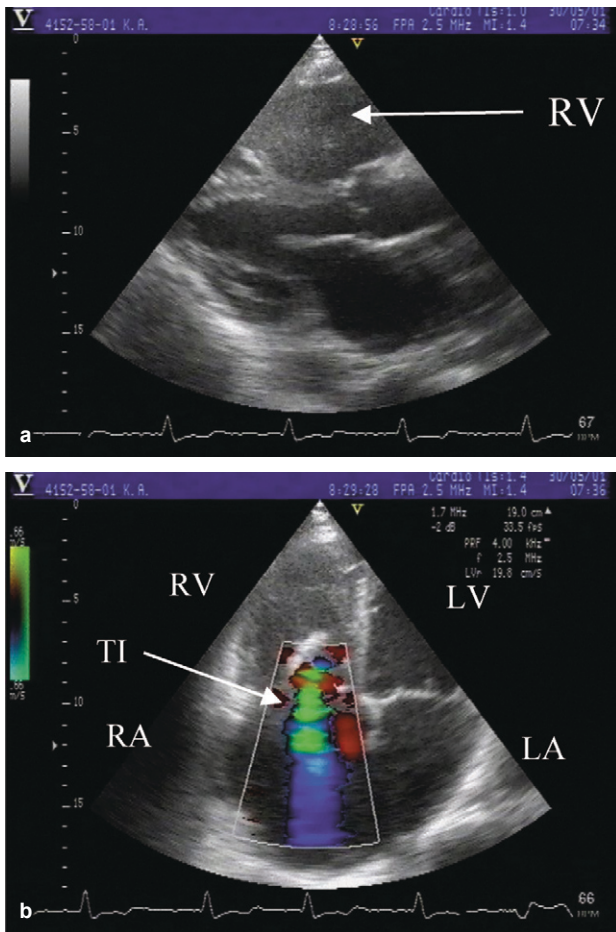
Pulmonale Hypertonie. Nachweis einer Trikuspidalklappeninsuffizienz mittels Doppler-Echokardiographie. Maximale Flussgeschwindigkeit des Trikuspidalrefluxes während der Systole. 3,0 m/s, entsprechen einem Druckgradienten von 35 mmHg an der Trikuspidalklappe. Bei deutlich gestauten Halsvenen ergibt sich ein geschätzter systolischer Druck in der A. pulmonalis von 45 mmHg.
